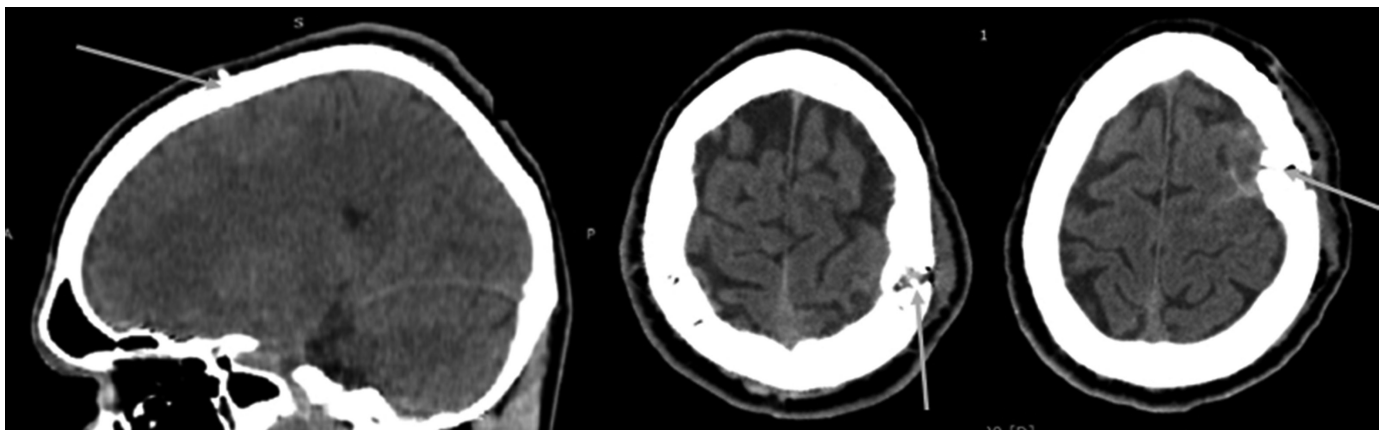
МСКТ поранених з непроникаючими уламковими сліпими черепно-мозковими пораненнями (зліва направо: неповний, дірчастий, дірчасто-вдавлений переломи – стрілки вказують на переломи).
